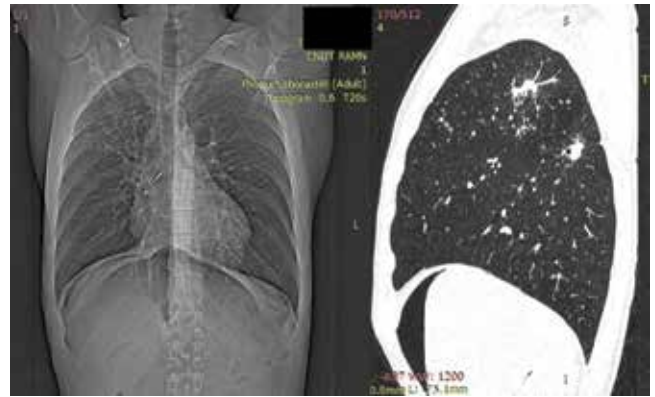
Обзорная рентгенограмма ОГК и компьютерная томограмма ОГК (реконструкция в боковой проекции) пациента У. при выписке из ФГБНУ «ЦНИИТ»
